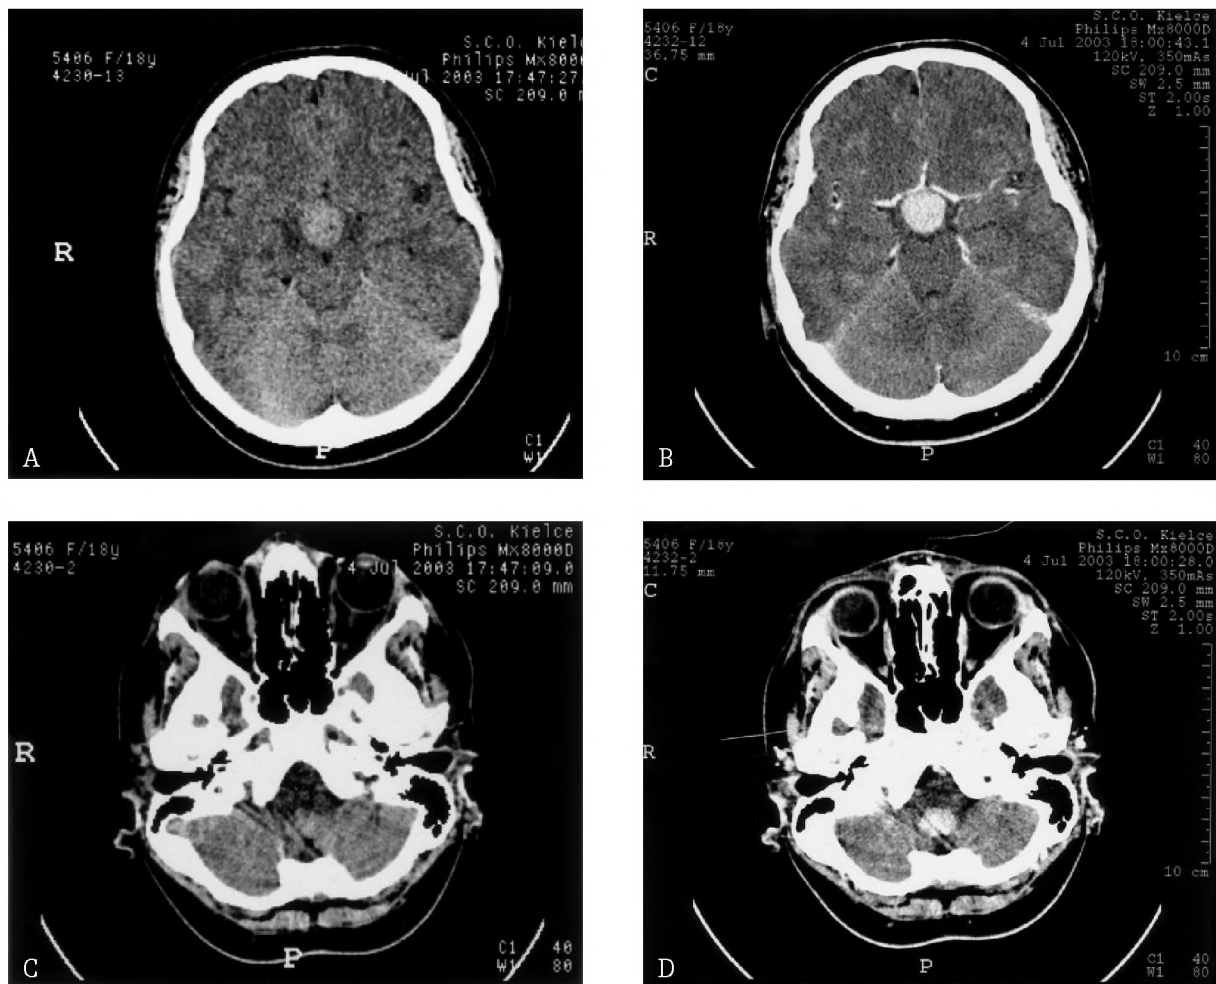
CT performed on July 4, 2003: a), b) well-circumscribed intensive post-contrast enhancement area in the suprasellar region and c), d) in the brain stem.
